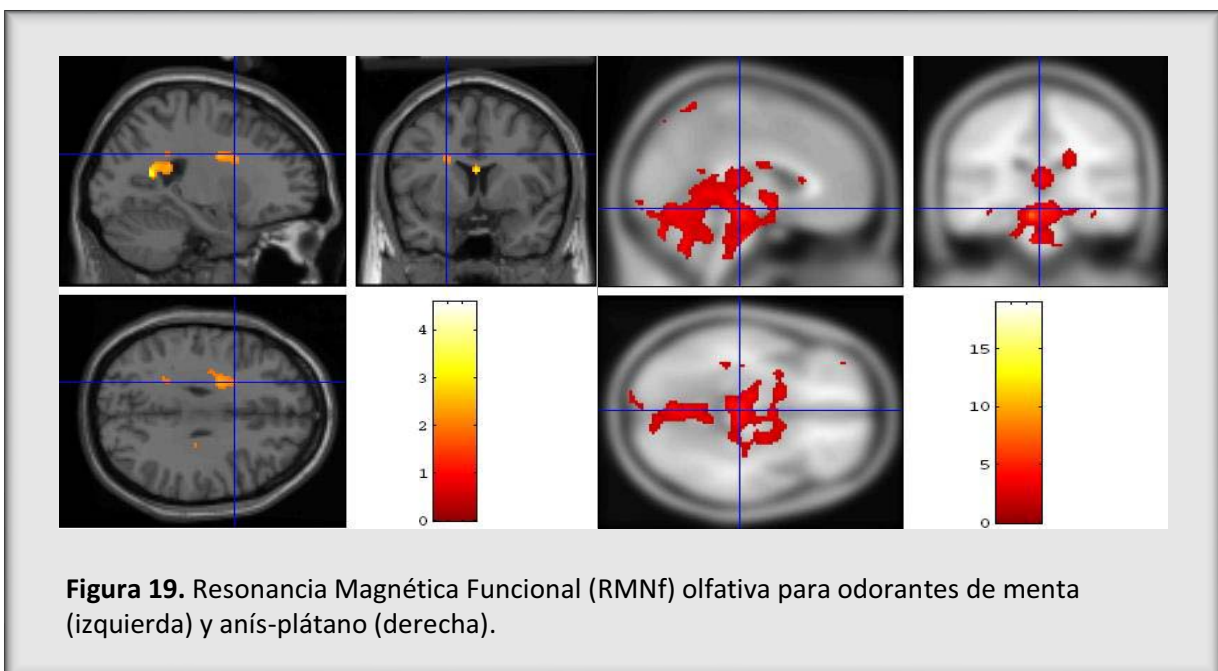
Resonancia Magnética Funcional (RMNF) olfativa para odorantes de menta (izquierda) y anís-plátano (derecha).
